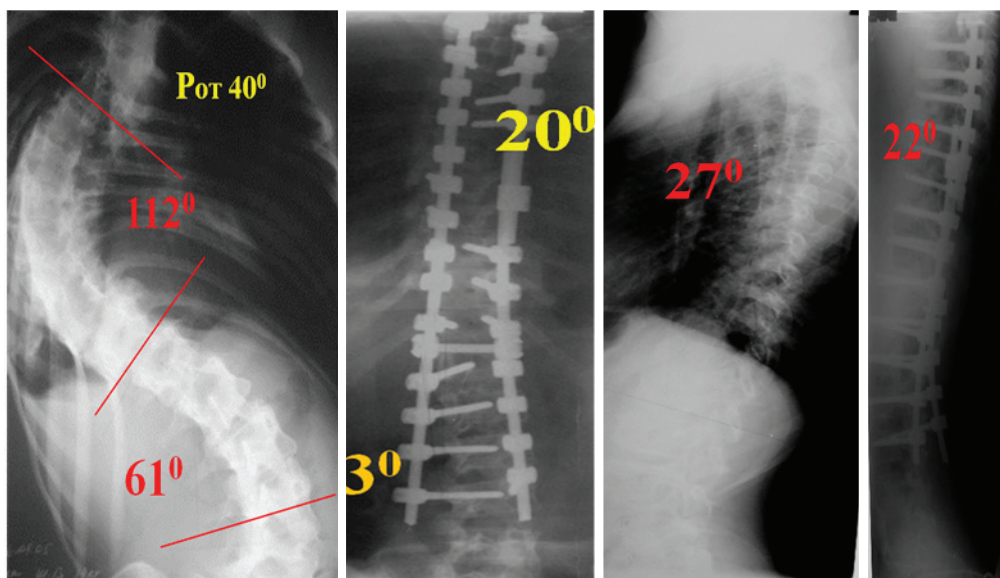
Рентгенограммы пациентки С., 15 лет до и после операции-задней инструментации полиаксиальными винтами фирмы Medtronic: CDH Legacy 5.5
